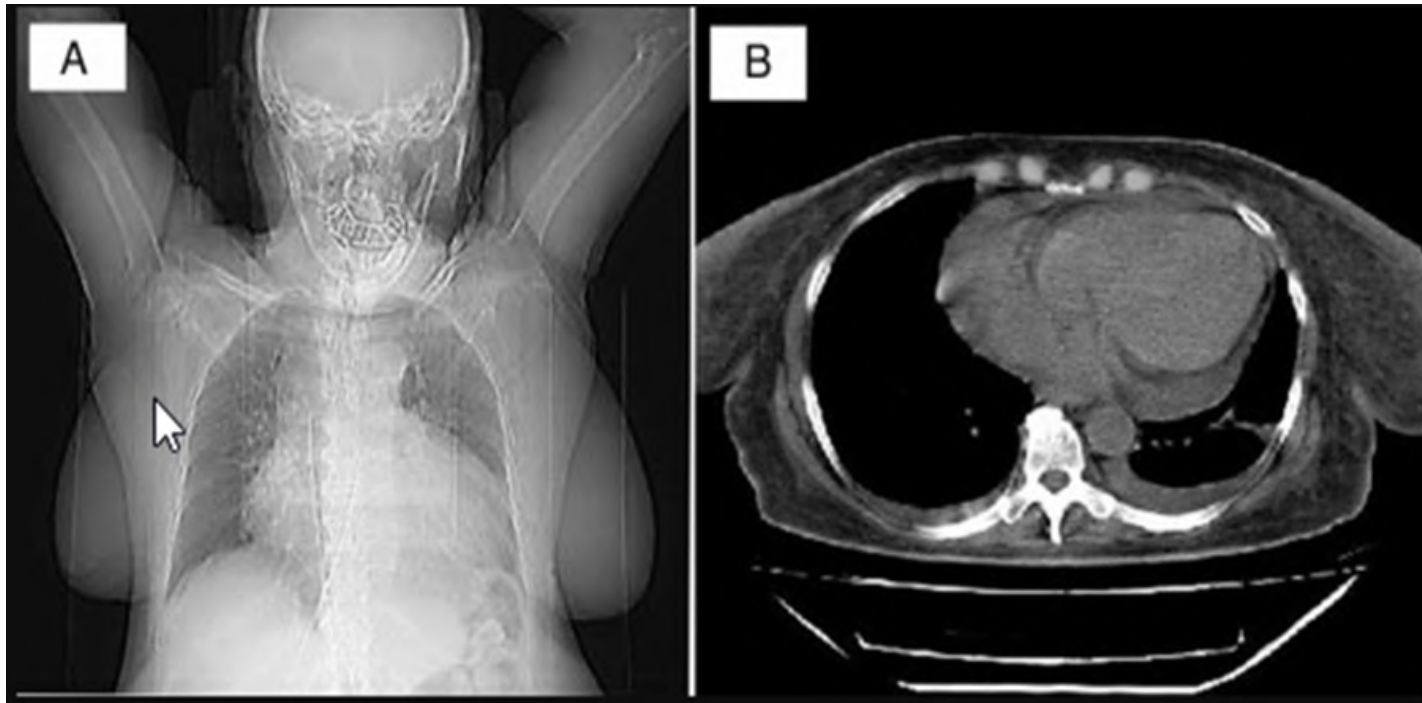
CT scan of the chest showing pericardial effusion and Bilateral pleural effusion in a patient with uremic pericarditis
